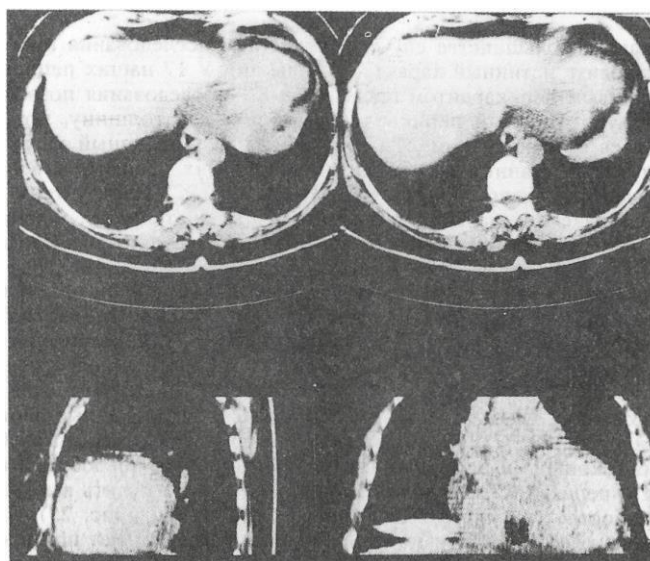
Компьютерная томограмма больной К., 46 лет.
